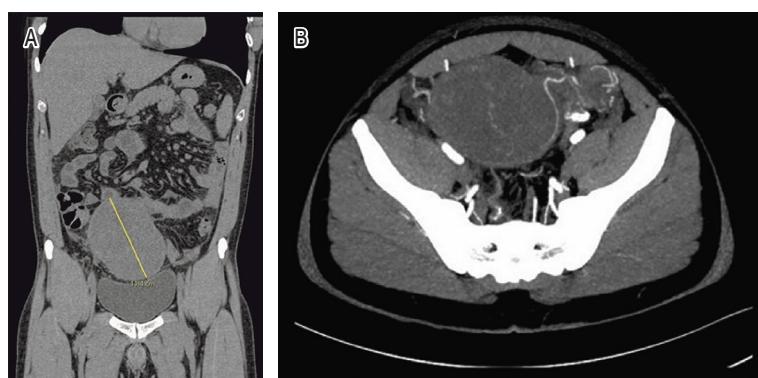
Imágenes representativas de la tomografía computarizada (TC) de abdomen simple y contrastada. A) TC de abdomen en corte coronal. En la topografía de flanco y fosa iliaca derecha se observa imagen redonda de 11.4 cm de diámetro, de contenido heterogéneo, con zonas de mayor densidad, de trayecto lineal, y zonas hipodensas en su interior, con aumento de la densidad de la grasa peritoneal adyacente, que condiciona efecto de masa desplazando asas intestinales, ciego y colon ascendente. B) TC de abdomen contrastada en corte axial. Se identifica que la masa abdominal se encuentra vascularizada en su interior.
